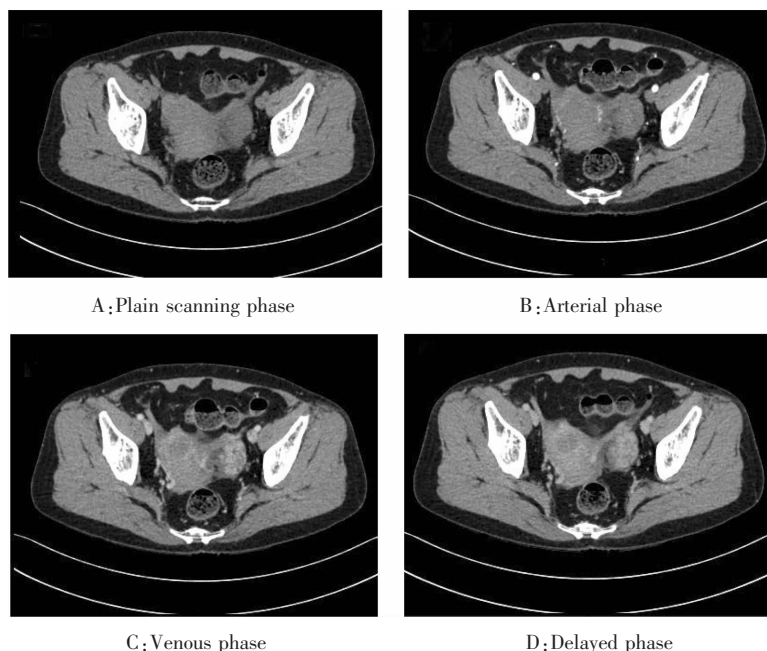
Plain and enhanced pelvic CT scan
